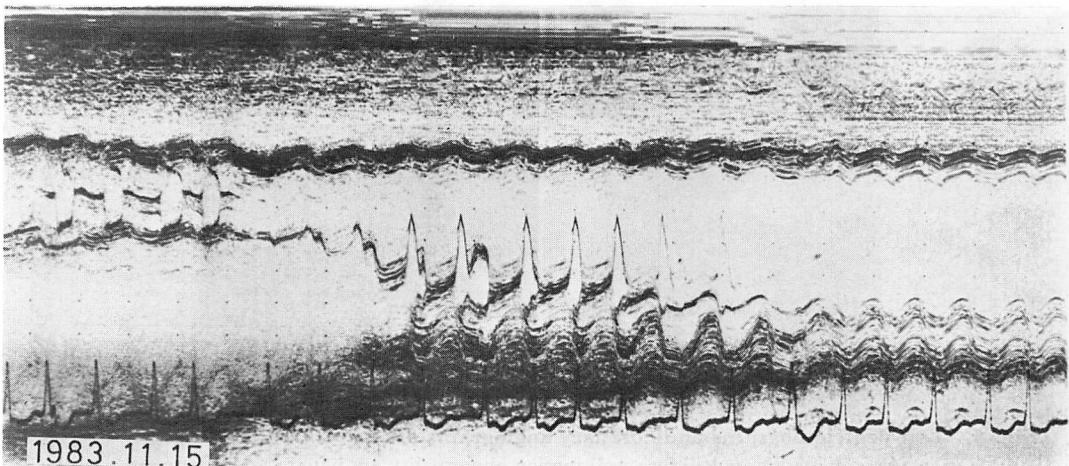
M-mode echocardiogram of Case 1.
